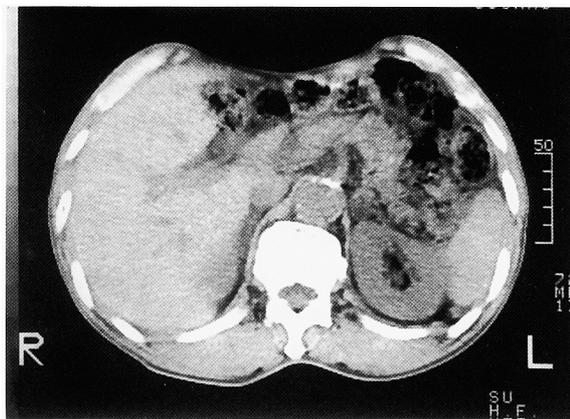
Abdominal CT shows left adrenal tumor with a maximum diameter of 1 cm.
